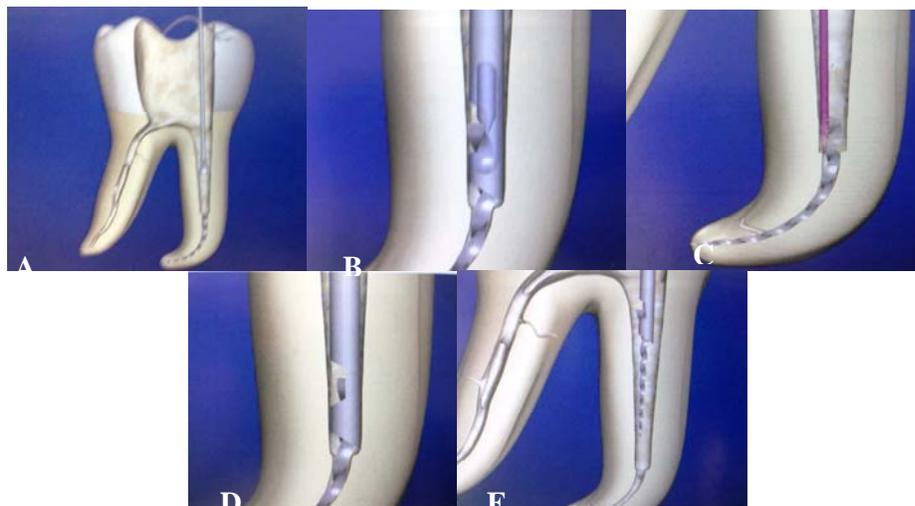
Muestran en secuencia el desgaste circunferencial realizado por la punta de ultrasonido alrededor del instrumento fracturado. Tomado de De Lima Machado. Endodoncia de la Biología Técnica. 2009.
